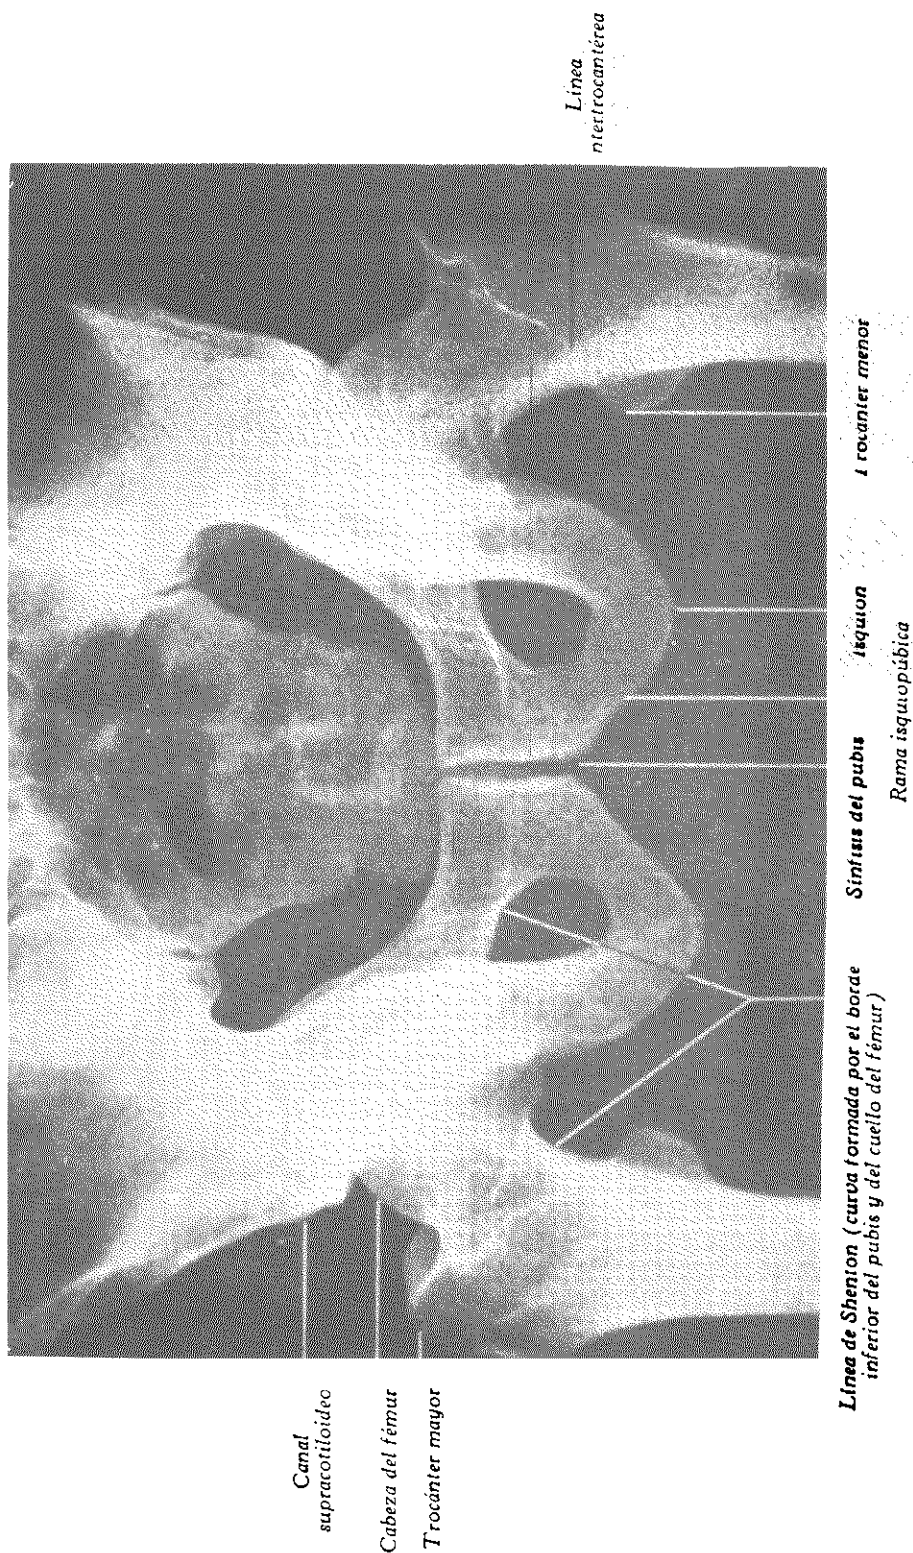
RADIOGRAFÍA DE LA ARTICULACIÓN COXOFEMORAL Y SÍNTESIS DEL PUBIS.
